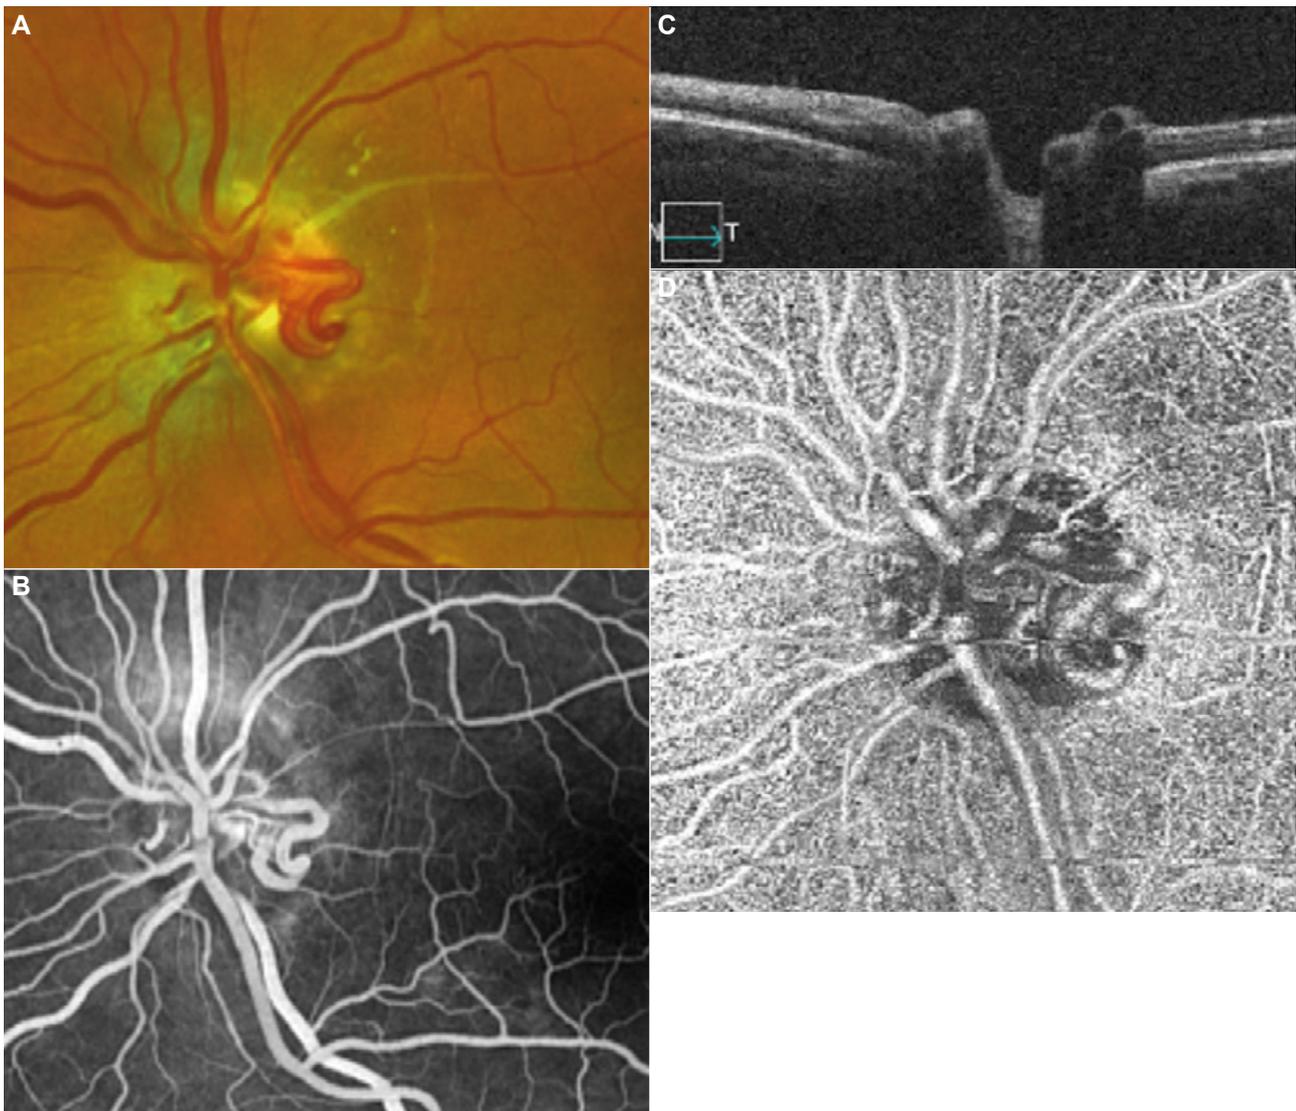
Hemangioma racemoso de la retina en paciente con síndrome de Wyburn-Mason que había sufrido un sangrado por malformación arterio-venosa intracraneal, ocasionando un escotoma en el campo visual. A. Retinografía en la que se aprecia la lesión vascular papilar de pequeño tamaño. B. Angiografía fluoresceínica en la que se aprecia el hemangioma racemoso sin fuga de contraste. C. Tomografía de coherencia óptica (OCT) en la que se aprecia la estructura de los vasos a nivel de la retina interna yuxtapapilar, con sombra posterior. D. Angio-OCT de la lesión vascular que se muestra bien definida.
